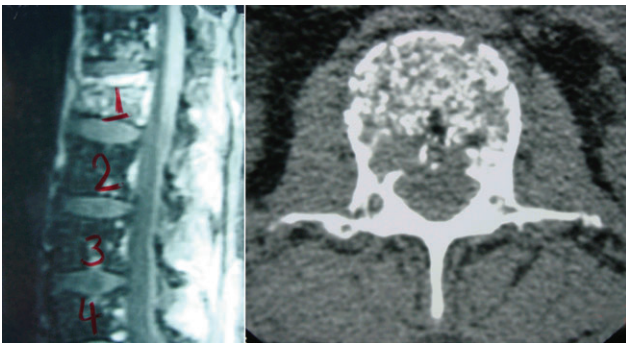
RNM e TC de paciente com mieloma de L1.
